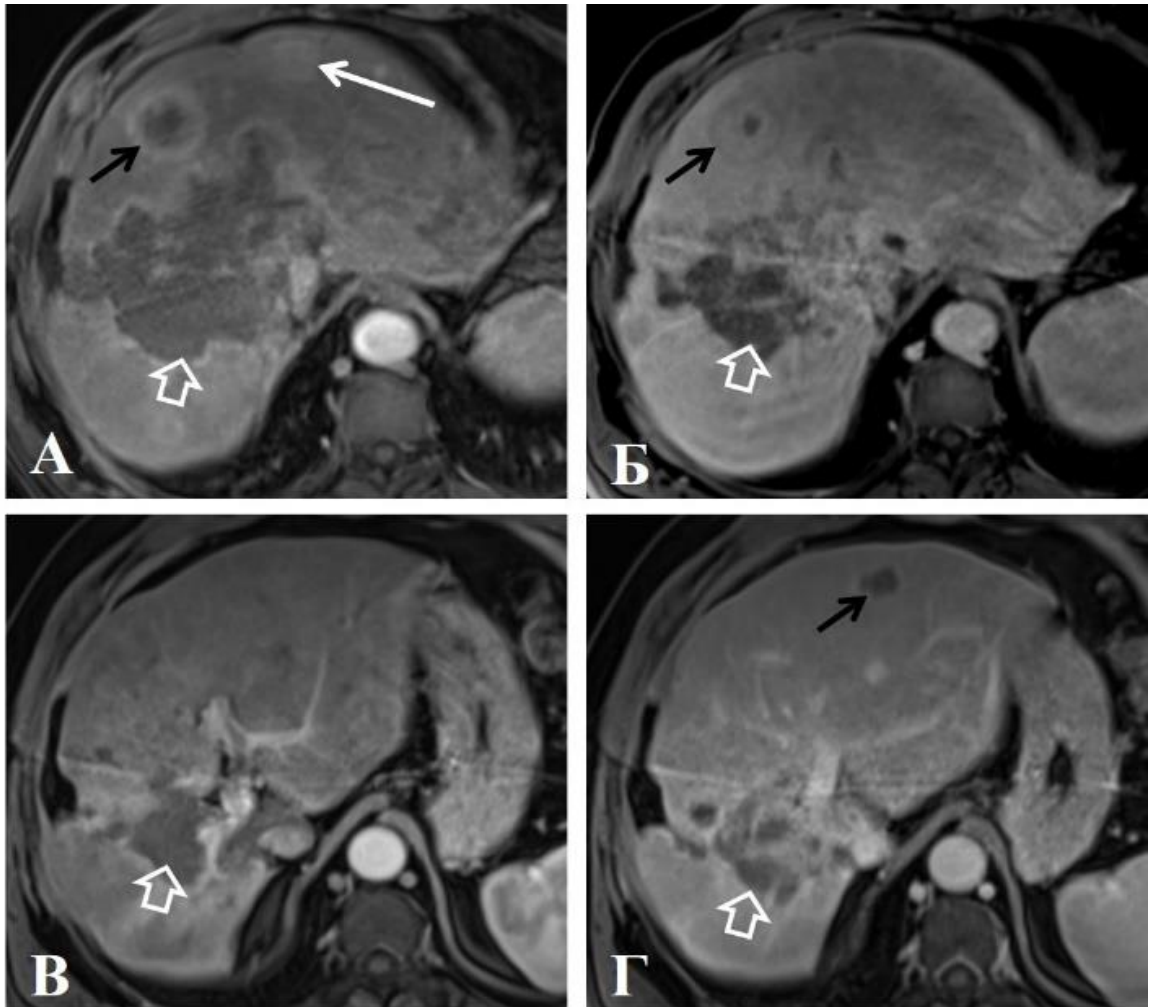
Пациент 67 лет, холангикарцинома. МРТ в артериальную и порто–венозную фазу (А, Б) показывает гиповаскулярный инфильтрат с ретракцией капсулы печени (объемная стрелка), гипervasкулярный узел 2см (белая стрелка), гиповаскулярный узел 5см с симптомом «мишени» в порто-венозную фазу (черная стрелка). Через 260 дней после ТЛЛНМ1 (В, Г) отмечается уменьшение гиповаскулярного инфильтрата с ретракцией капсулы печени (объемная стрелка), а также появление свежих гиповаскулярных очагов до 1см диаметром (черная стрелка). Выявляемые ранее очаги отсутствуют
